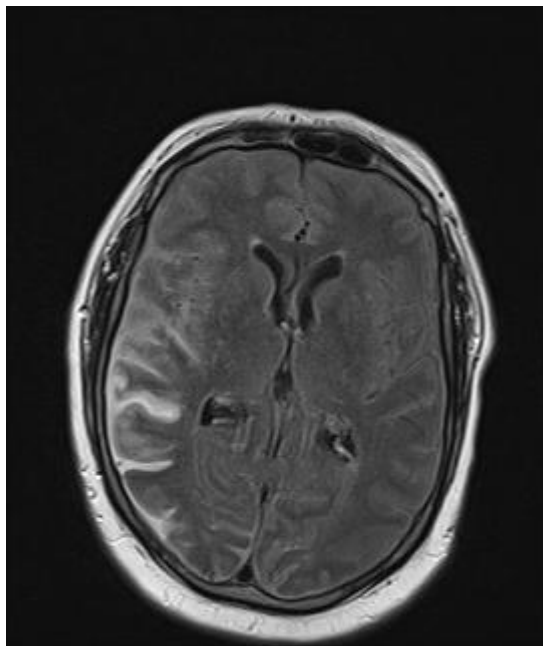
Rechts temporo-occipital betonte SAB in der MRT (FLAIR) mit deutlich hyperintenser Darstellung der betroffenen Subarachnoidalräume
